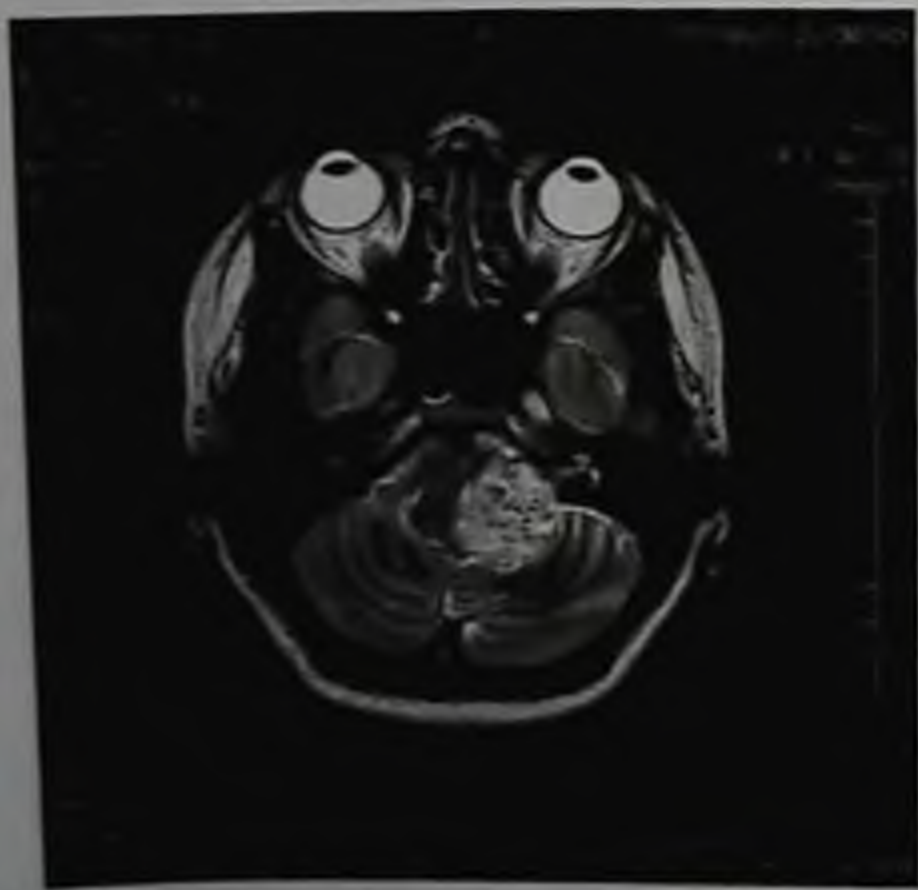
Невринома VIII нерва слева. Магнитно-резонансная томограмма, T2-взвешенное изображение
